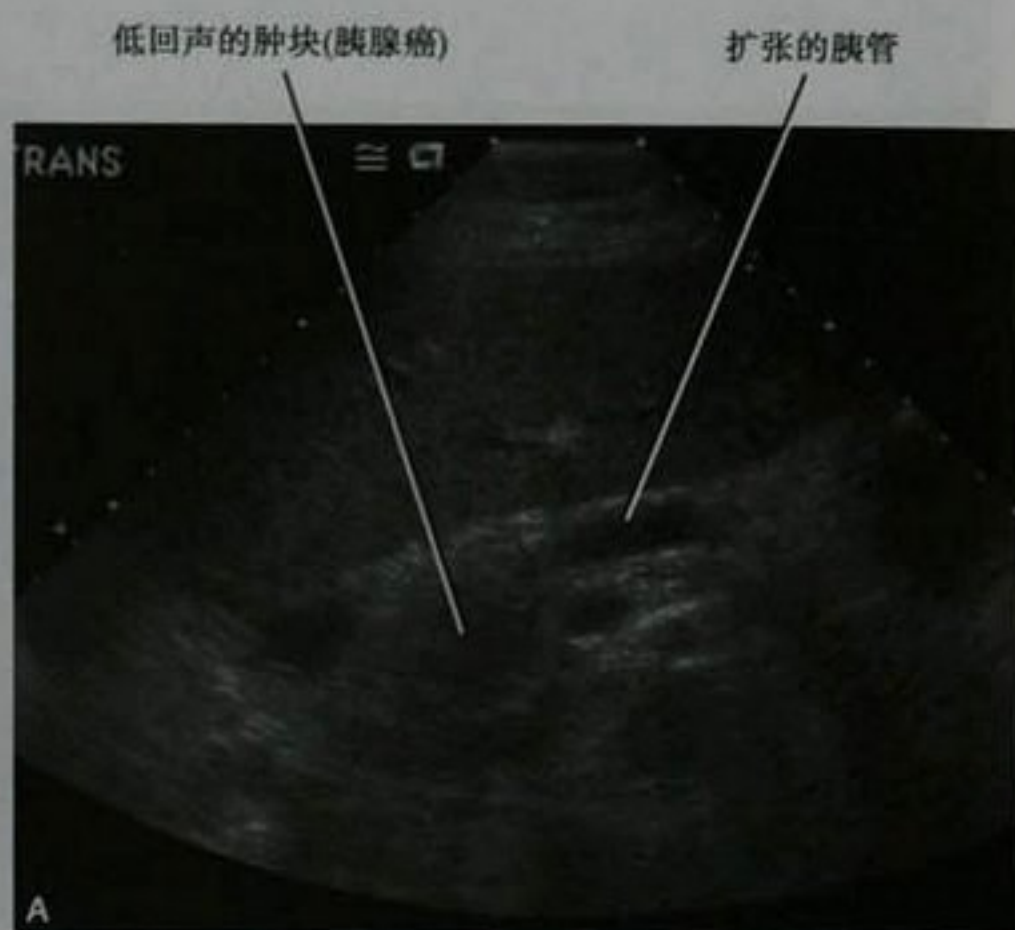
胰腺导管癌女性患者,上腹部超声(A)和增强 MRI(B)图像
